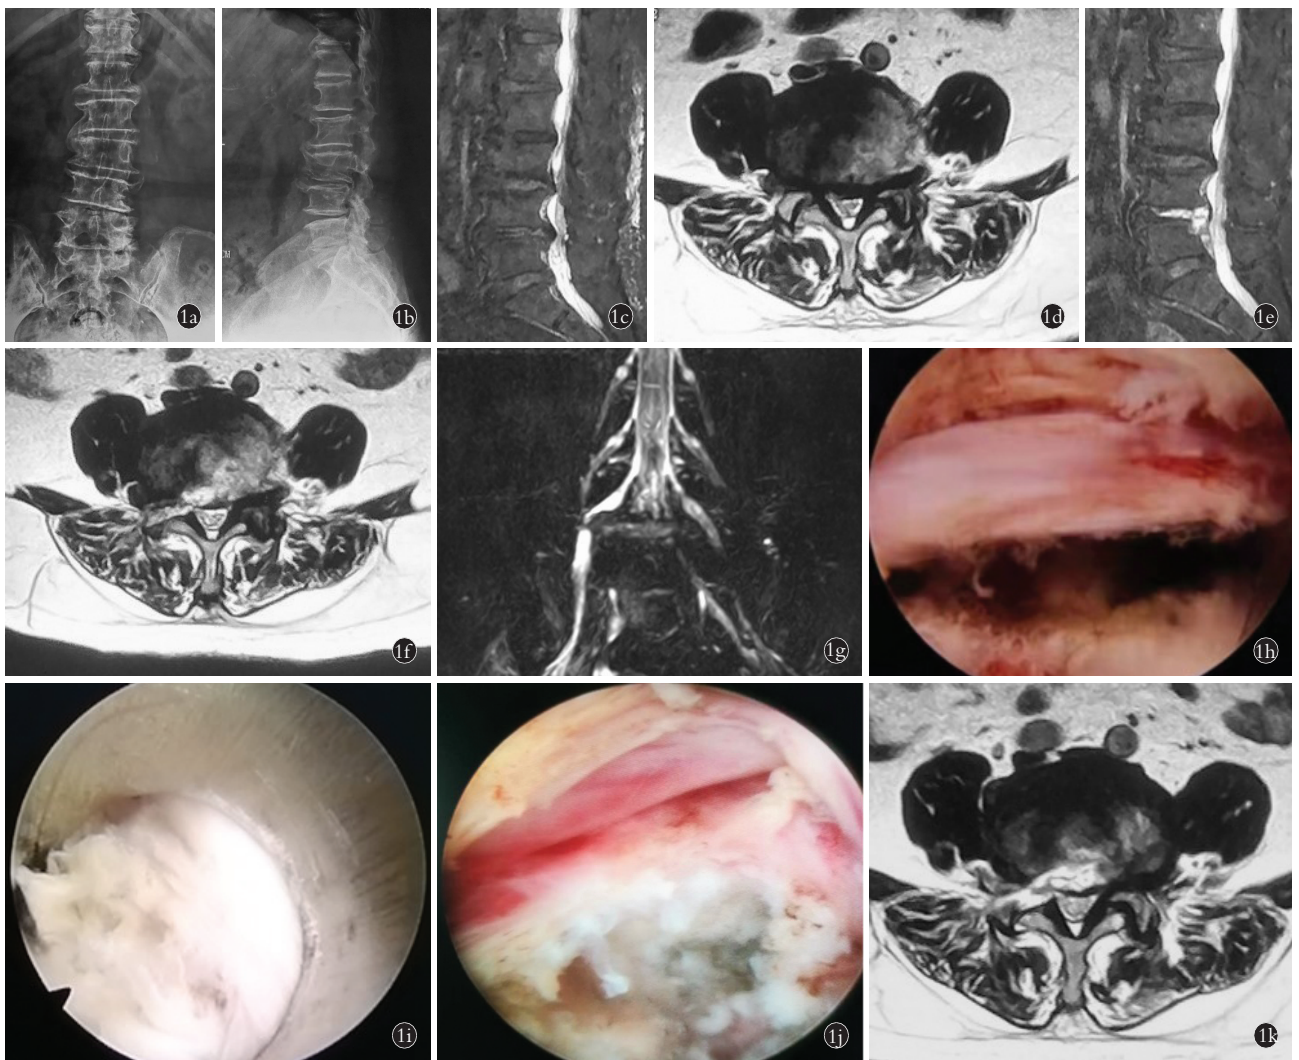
患者,女,75 岁,腰部间断疼痛、间歇性跛行 1 年,加重伴右下肢疼痛 1 个月。局麻下沿原手术切口行经皮椎间孔镜翻修手术(首次脊柱内镜手术时间 2020 年 8 月 29 日,二次经皮椎间孔镜翻修手术时间 2020 年 9 月 15 日) 1a,1b. 初次脊柱内镜治疗术前腰椎正侧位 X 线示 L₂-L₅ 椎体增生、唇样变伴 L_{4,5} 椎间孔狭窄 1c,1d. 初次脊柱内镜治疗术前腰椎 MRI 示 L_{4,5} 间盘向后突出压迫硬膜囊,腰椎椎管狭窄,右侧 L_{4,5} 间盘极外侧可见异常信号影 1e,1f. 翻修术前腰椎 MRI 示 L_{4,5} 椎间孔及 L_{4,5} 间盘后缘术后改变,右侧 L_{4,5} 间盘极外侧可见异常信号影,且面积大小较前增大 1g. 翻修术前 MRI 示右侧 L_{4,5} 极外侧间盘突出,L₄ 神经根受压 1h. 脊柱内镜翻修术中探查 L₅ 神经根未见明显受压,L_{4,5} 间盘减压充分,未见明显突出、游离髓核,黄韧带部分切除,硬膜囊背侧减压彻底 1i. L_{4,5} 椎体极外侧凸起的包块样髓核组织 1j. 减压后的 L₄ 出口神经根 1k. 翻修术后即刻 MRI 示 L_{4,5} 极外侧异常信号影较前明显减小
